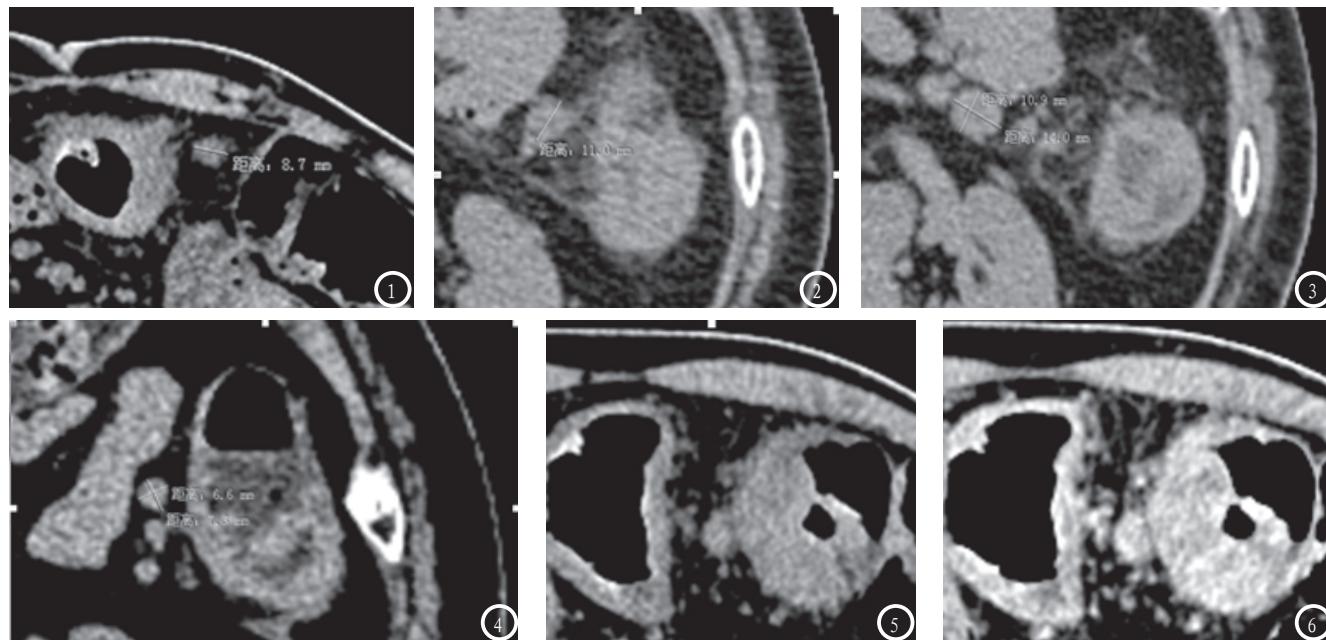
横结肠癌旁淋巴结转移长径值8.7mm。图2 降结肠癌旁淋巴结转移长径值11.0mm。图3 降结肠癌旁淋巴结转移短长径比值0.78, 长径值14.0mm。图4 降结肠癌旁淋巴结转移短长径比值0.90, 长径值7.3mm。图5 横结肠癌旁淋巴结转移平扫CT值平均值34Hu。图6 与图5同一患者同一淋巴结转移同一区域测静脉期CT值平均值110Hu。
